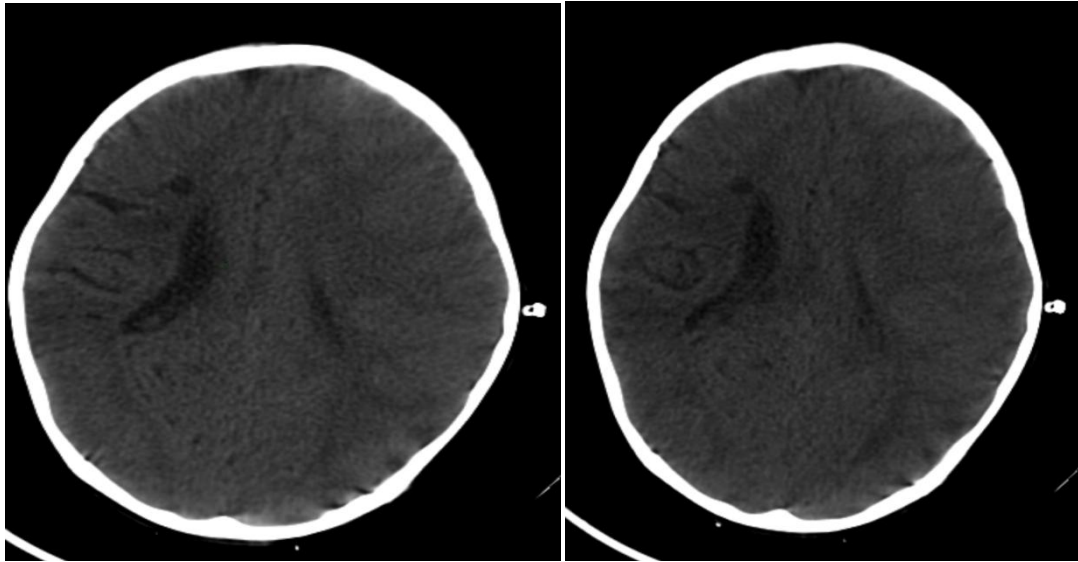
Nourrisson de 8 mois, ATCD=0, admis pour un TC
